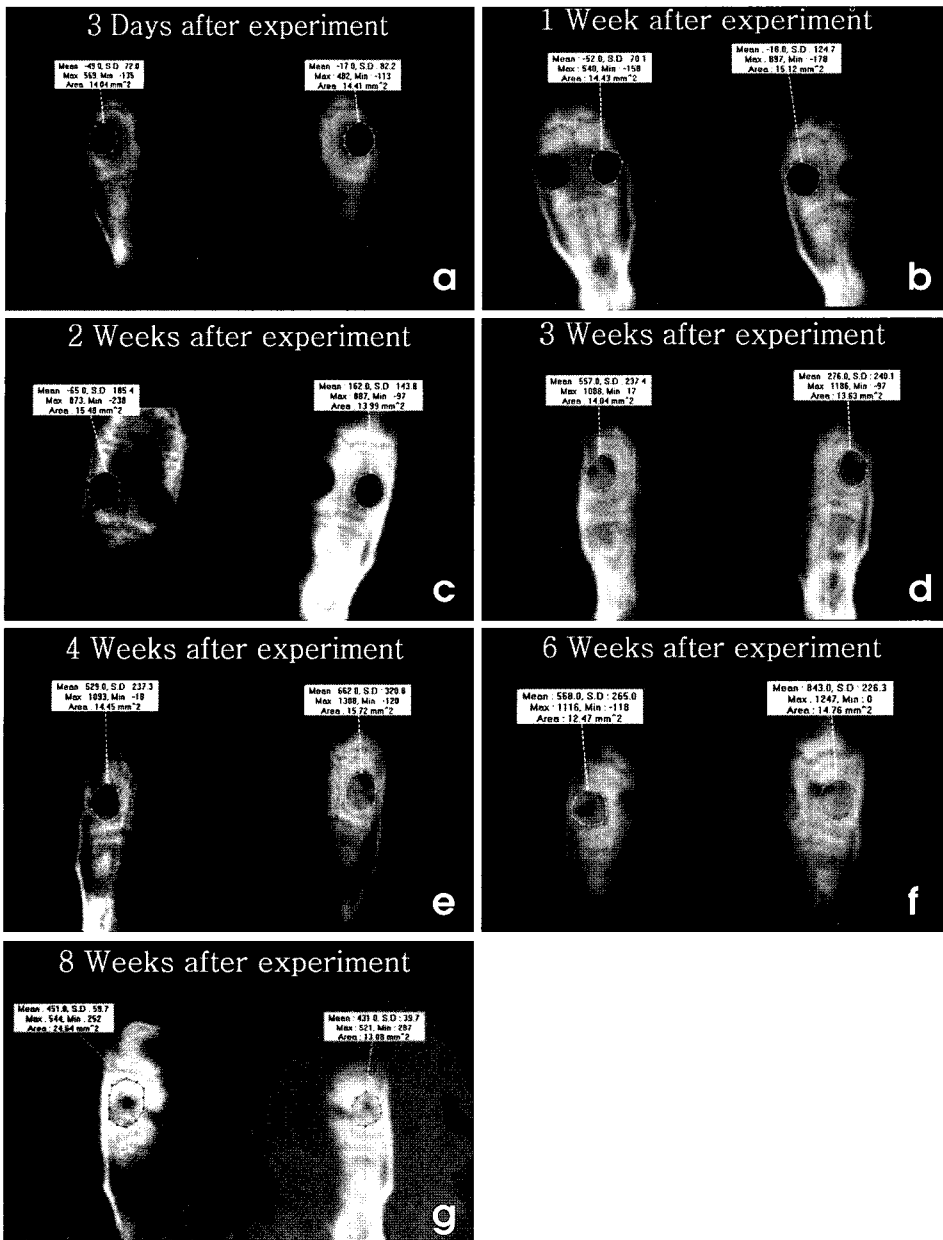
MPR images of CBCT at 3 days after bone defect formation (a), 1 week after bone defect formation (b), 2 weeks after bone defect formation (c), 3 weeks after bone defect formation (d), 4 weeks after bone defect formation (e), 6 weeks after bone defect formation (f), 8 weeks after bone defect formation (g).
